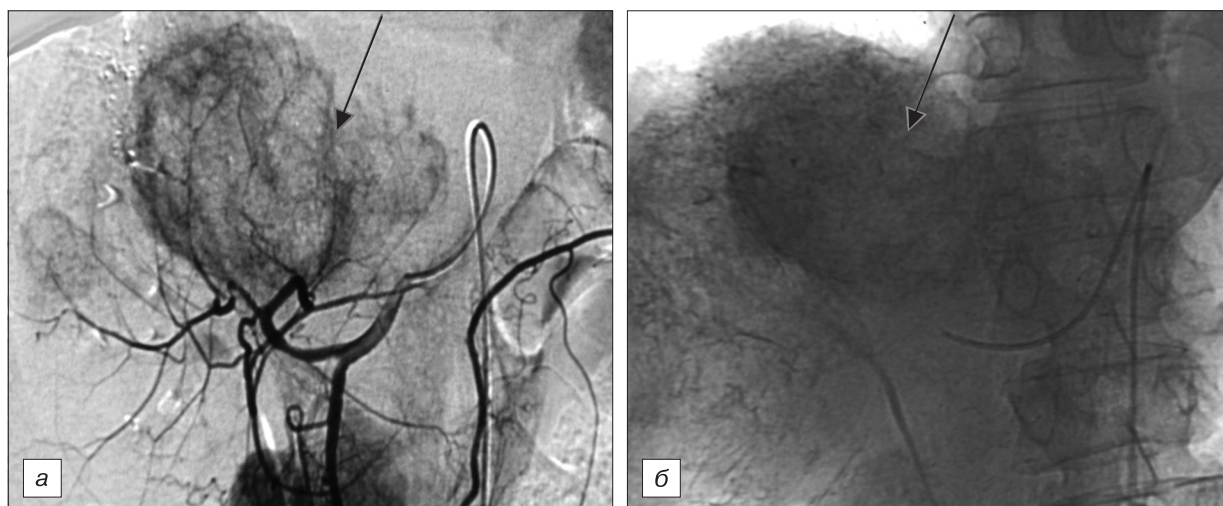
Ангиограмма общей печеночной артерии (а; стрелкой указано гиперваскулярное образование в центральных отделах печени) и контрольная рентгенограмма после масляной химиоэмболизации печеночной артерии (б) — хорошее накопление препарата в патологическом узле (указано стрелкой) больной 64 лет с метастазами рака яичника в печень.
